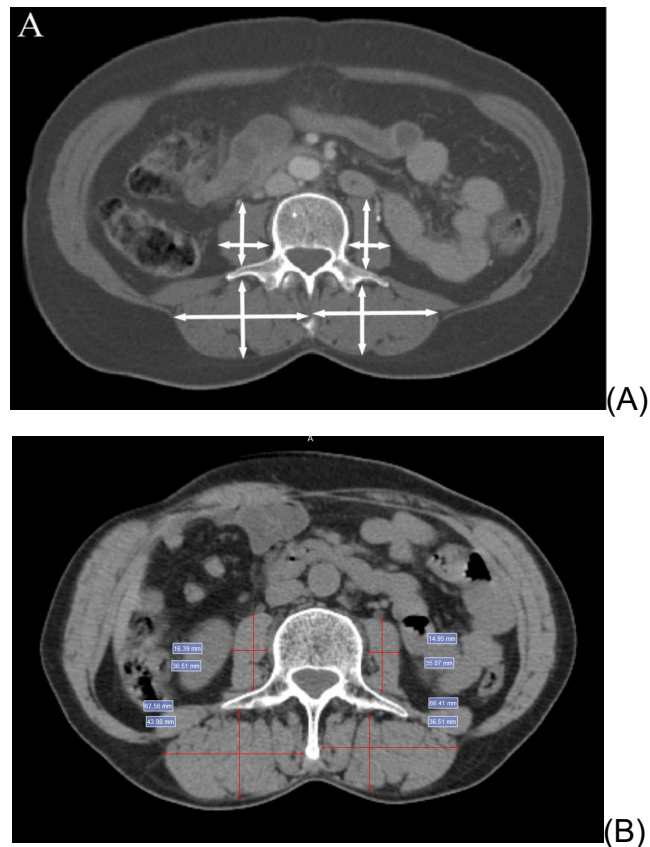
A figura A representa a imagem de tomografia em corte axial, usada no artigo de referência para medida do índice de músculo esquelético para determinar sarcopenia (Ref. 19 - reprodução autorizada pelo autor) e, a figura B foi obtida pelo pesquisador.
